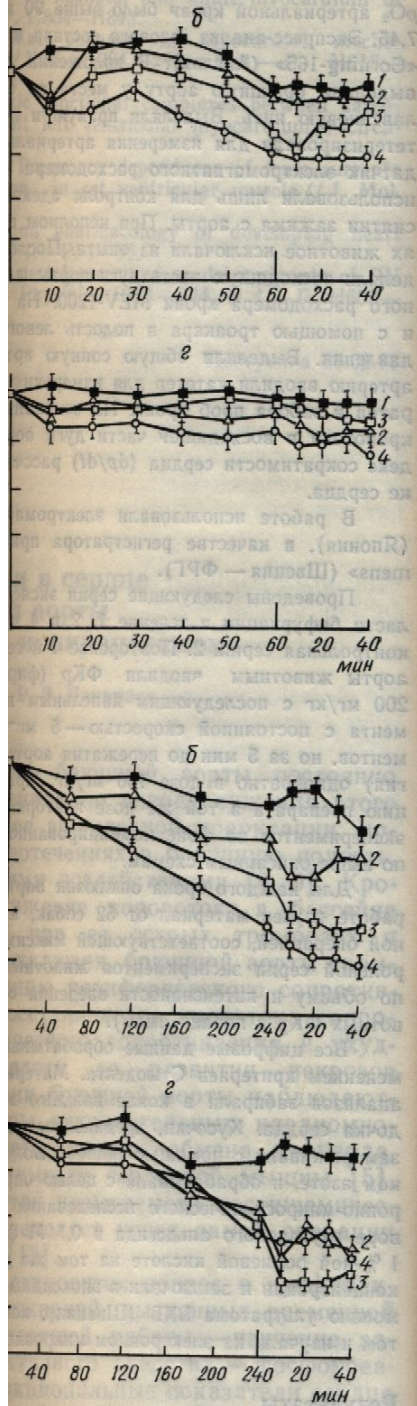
Динамика изменений частоты сердечных сокращений (1), среднего артериального давления (2), показателя сократимости (3) и ударного объема левого желудочка сердца (4) при одночасовой (А), двухчасовой (Б) и четырехчасовой (В) окклюзии брюшной аорты и 40-минутной реперфузии:
